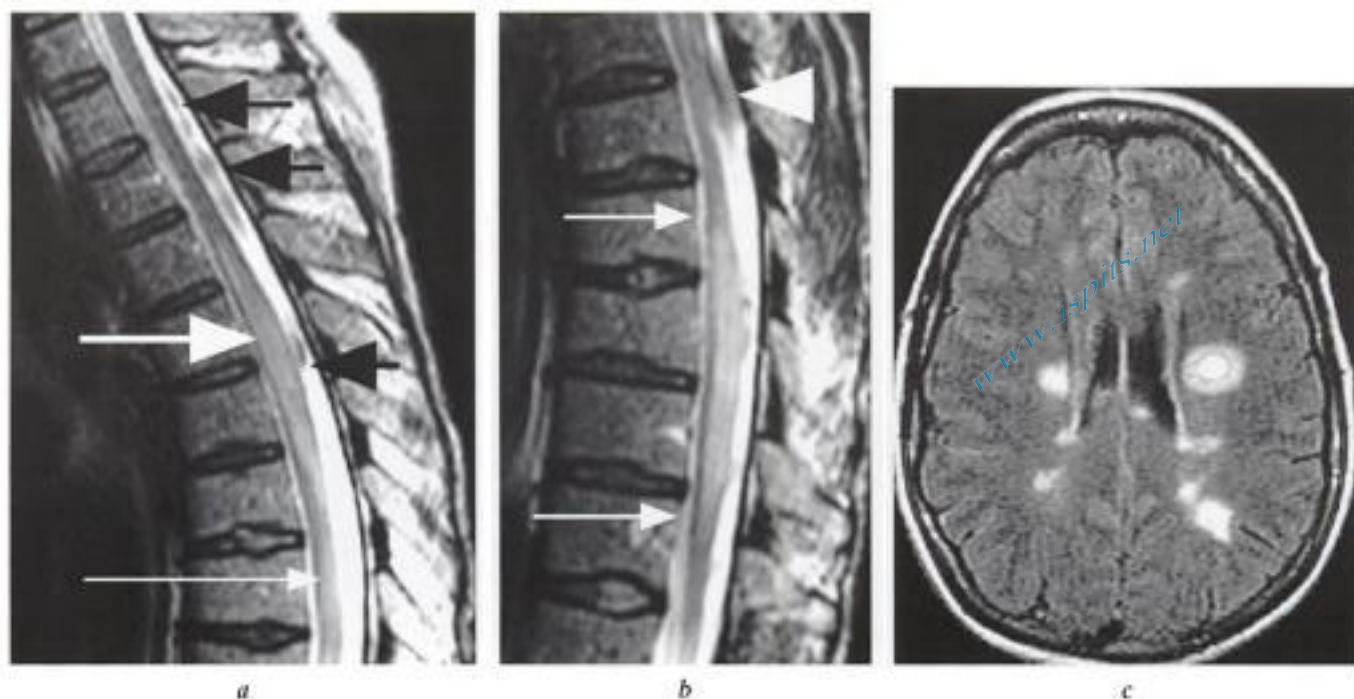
Sclérose en plaques. IRM, coupes sagittales pondérées T2 thoraciques a) supérieure et b) inférieure. c) Coupe axiale de la tête parallèle au plan CA-CP en séquence FLAIR. Images inhabituelles de tuméfaction médullaire bifocale avec des plages de signal élevé très étendues (flèches blanches en a et b). Noter les images d'artefacts de flux (flèches noires en a et tête de flèche blanche en b). Images encéphaliques para et périventriculaires, mais également calleuses très évocatrices du diagnostic (en c).
